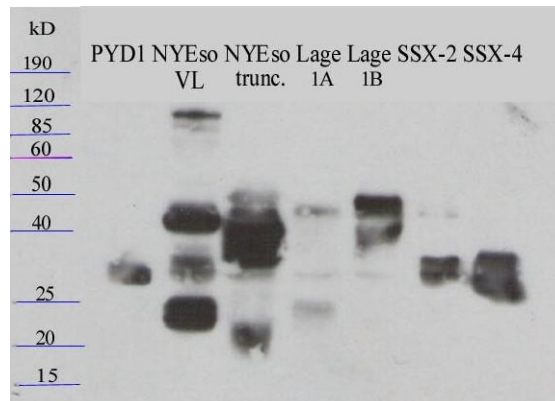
Expressionsnachweis des Vektors pYD1 und der darüber präsentierten CT-Antigene NY-ESO-1 Volllänge, NY-ESO-1 trunziert., LAGE-1A, LAGE-1B, SSX-2 und SSX-4. Westernblot, Entwicklung über anti-c-Myc-Antikörper, Angabe des Molekulargewichts in Kilodalton.
